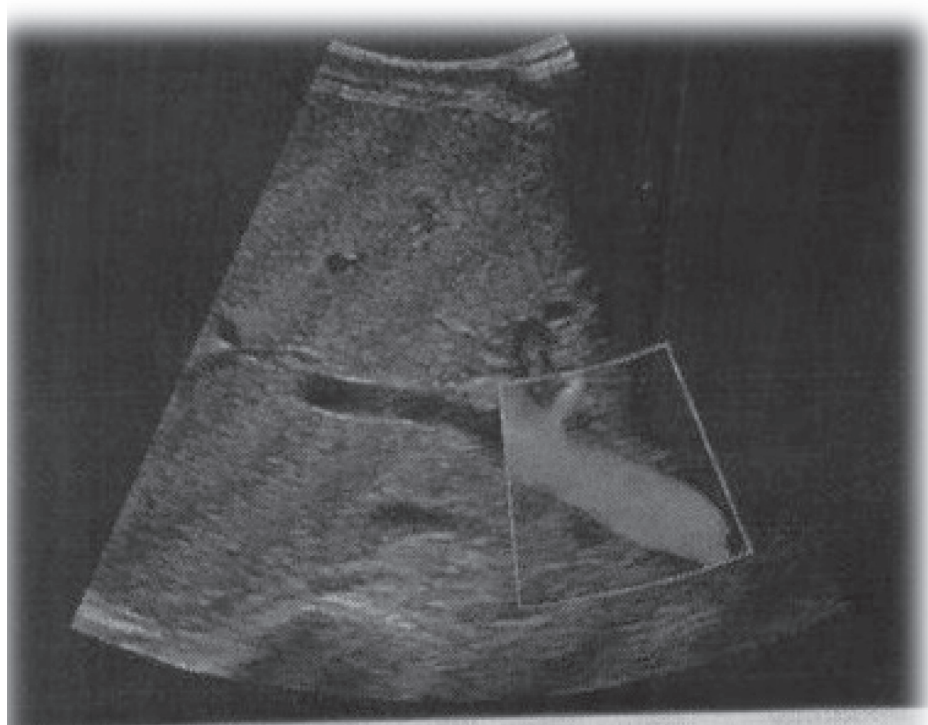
Abdominal Ultrasound Image.
